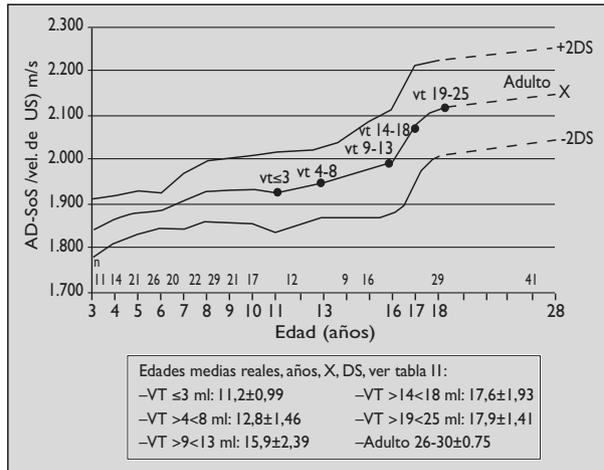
Evolución de la masa ósea por ultrasonidos según estadio prepuberal, puberal y adulto en varones. Volumen Testicular (VT) en ml.
